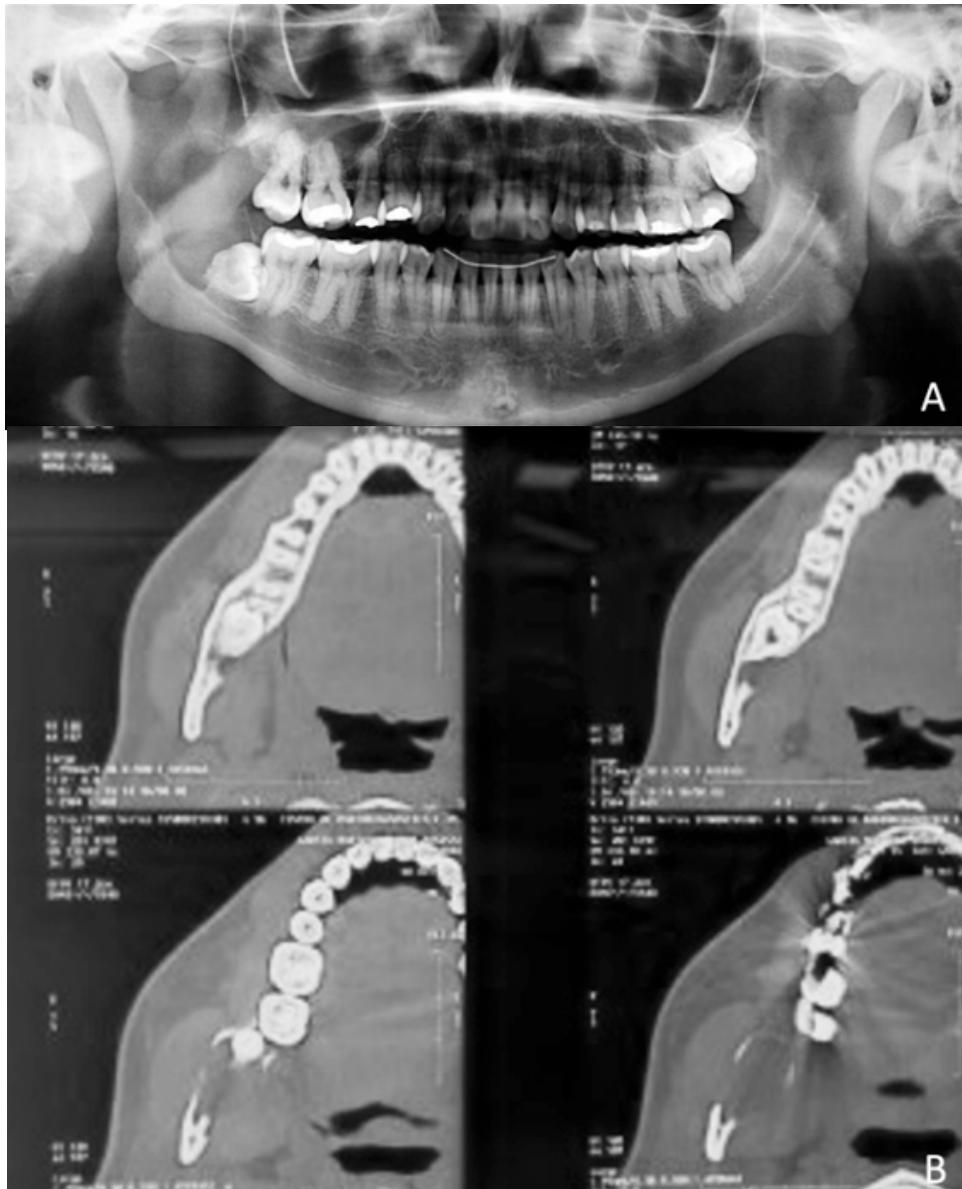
A: Radiografía panorámica inicial. B: Tomografía computarizada de haz cónico (CBCT) inicial.
